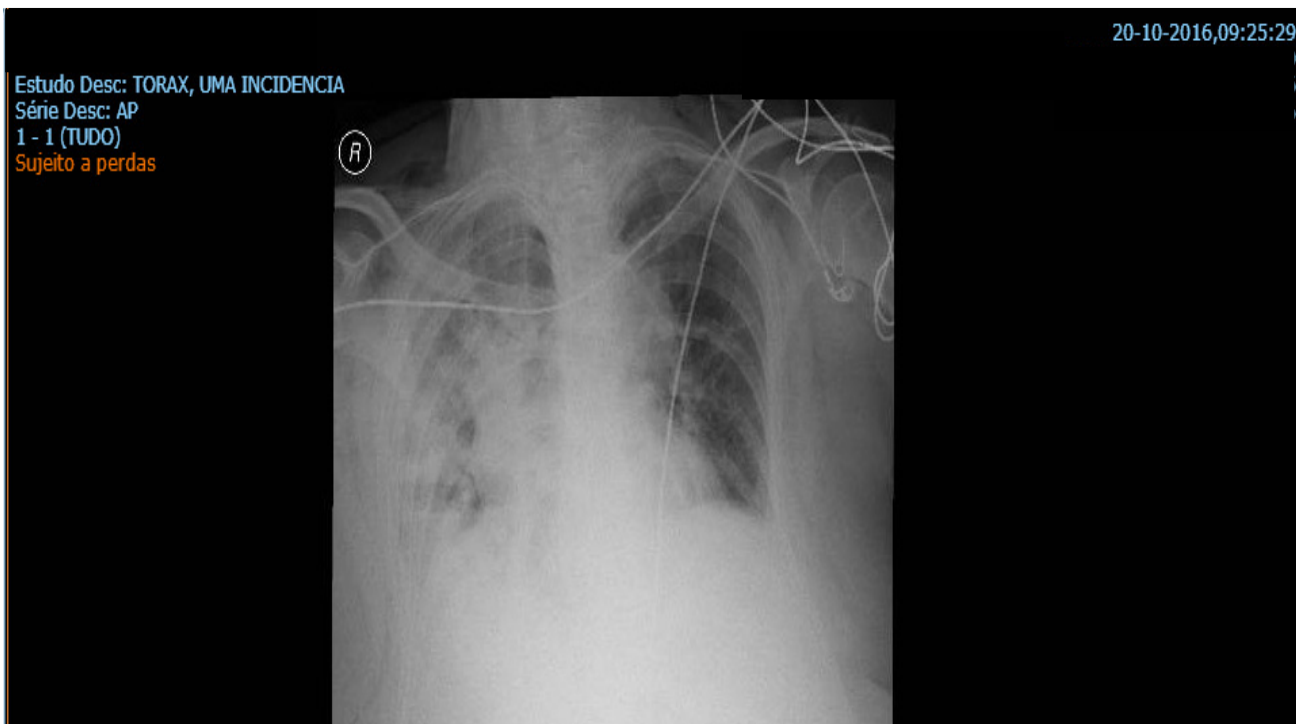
Radiografia de tórax PA. Internamento: 20/10/2016
